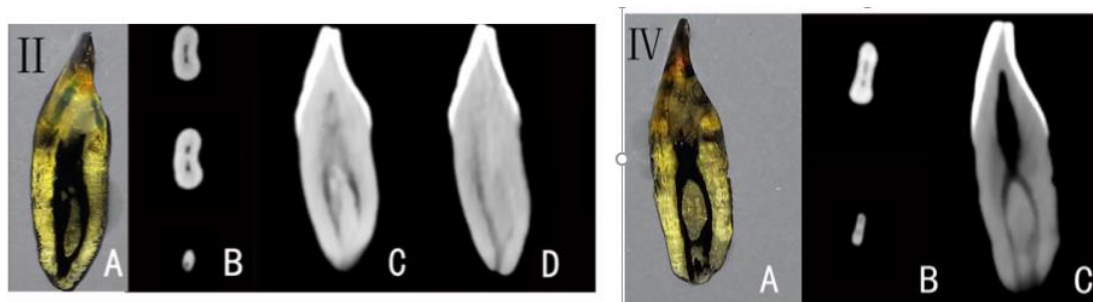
Configuración del sistema de conductos radiculares. A. Técnica de diafanización dental. B-D. Imágenes tomográficas: (B) Cortes axiales. (C y D) Cortes sagitales. Obtenido de: Ji Y, Wen S, Liu S, Zhu M, Yao M, Wang T, et al. Could cone-beam computed tomography demonstrate the lateral accessory canals? BMC Oral Health. 2017;17(1):142.
